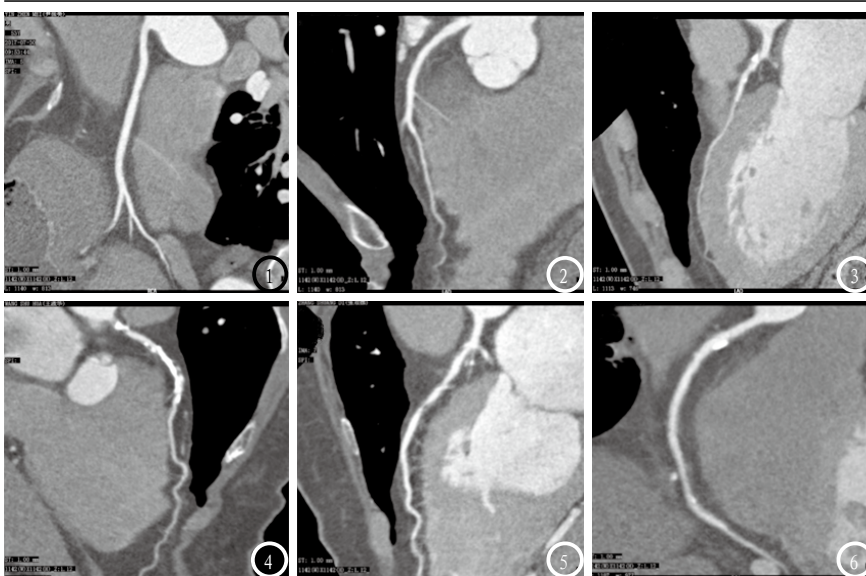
冠状动脉CT血管造影成像图。图1 右冠正常；图2 左冠正常；图3 左前降支混合斑，管腔近中度狭窄；图4 左前降支近段弥漫性钙斑、混合斑，管腔重度狭窄局部闭塞；图5 左前降支中段钙斑，管腔重度狭窄；图6 右冠近段钙斑，管腔轻度狭窄。
